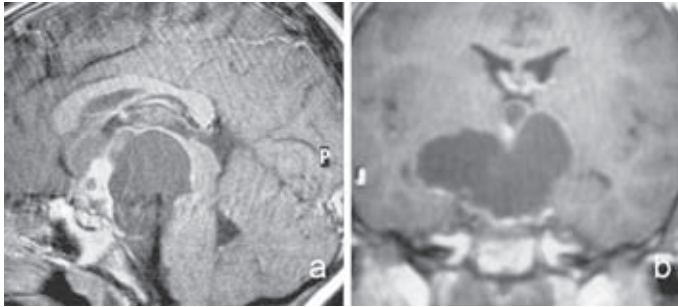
Craneofaringioma sólido quístico en paciente varón de 10 años de edad (diagnóstico por craniotomía y biopsia en otro centro años antes). A: RM sagital T1 con gadolinio, con nódulo sólido hipercaptante y gran componente quístico. B: RM coronal T1 con gadolinio. Se ha propuesto colocación de drenaje y reservorio de Omayá mediante neuronavegación endoscópica, para vaciamiento del quiste, y eventual quimioterapia intracavitaria. Se encuentra pendiente de intervención.
